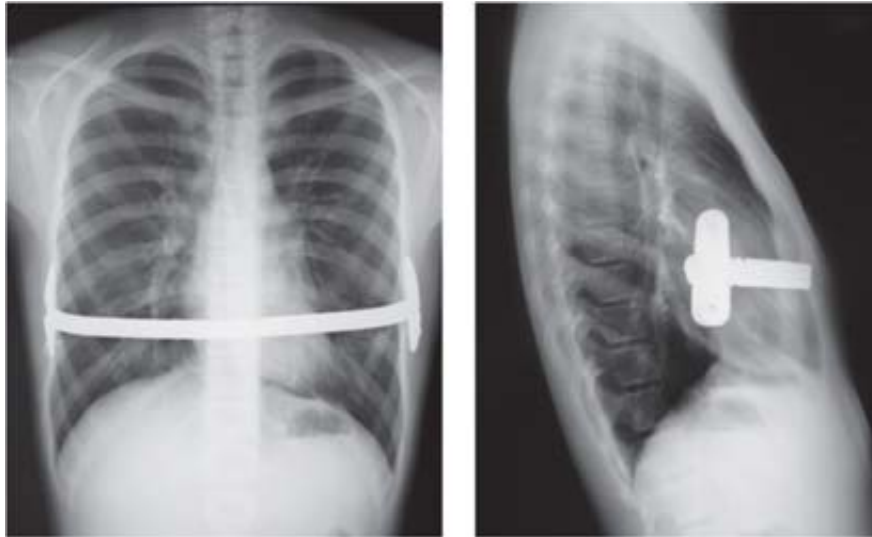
Radiografías posoperatorias en proyecciones posteroanterior y lateral del caso 5. Obsérvese la adecuada colocación de la barrade Lorenz.
